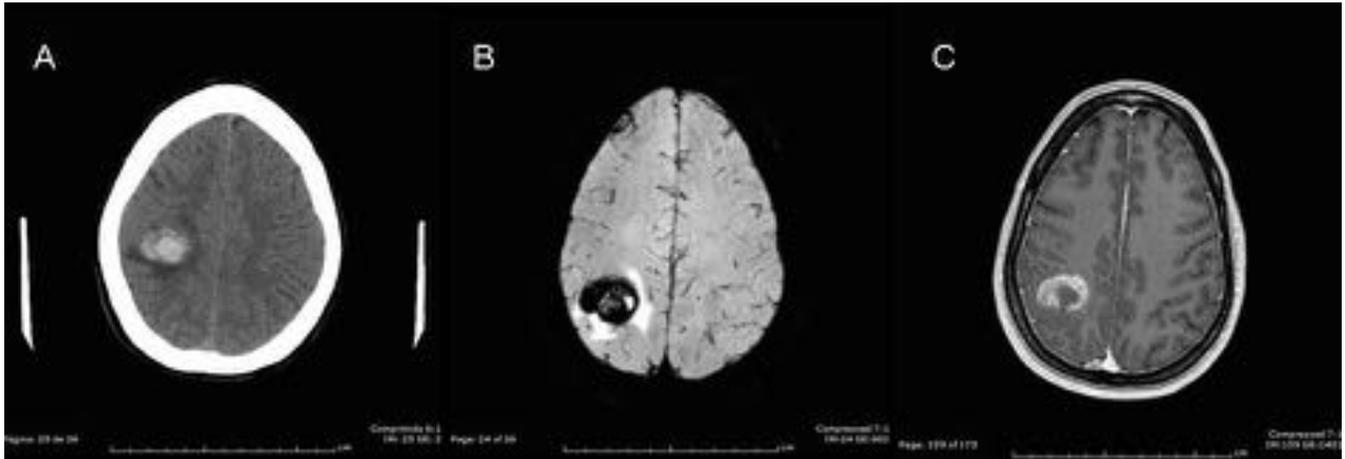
CASO 5: Probable cavernoma sangrado. (A) TC sin contraste, (B) RM secuencia de susceptibilidad magnética, (C) RM secuencia T1 con Gadolinio iv.
